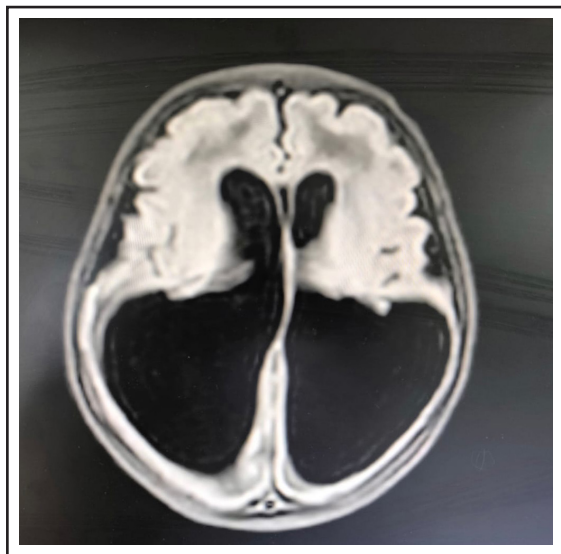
Resonancia magnética se aprecia marcada dilatación de predominio colpocefálico de ambos ventrículos laterales asociado a hiperintensidad patológica supratentorial.
